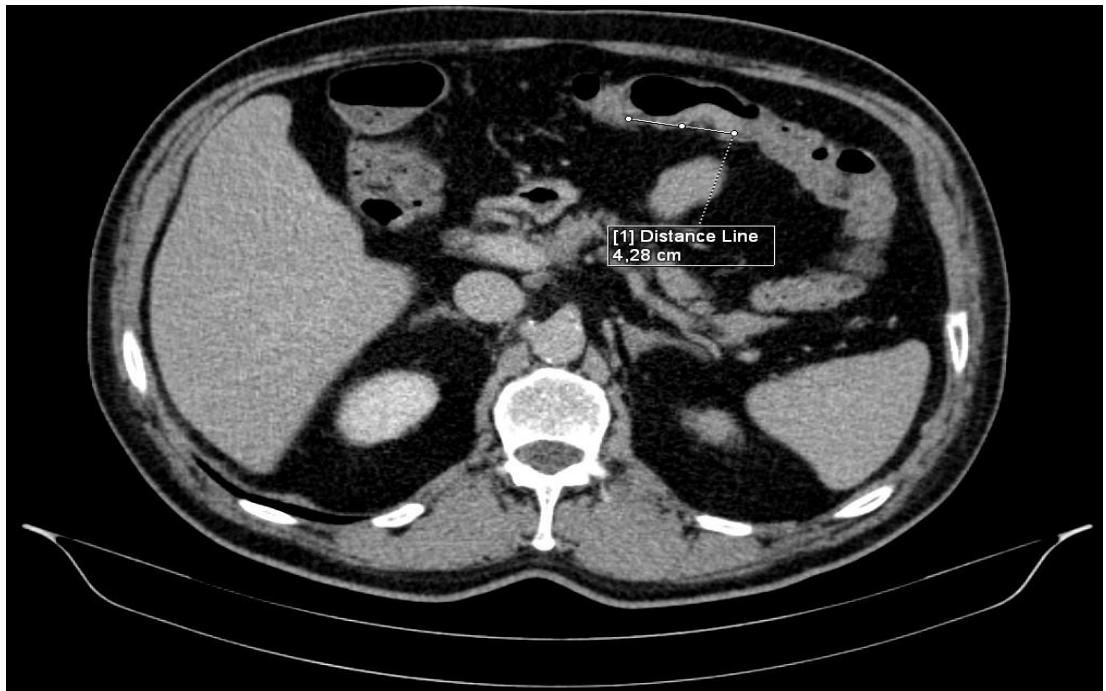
КТ-скан органов брюшной полости с внутривенным контрастированием в аксиальной проекции (21.06.2022). Рак дистального сегмента поперечно-ободочной кишки, протяженностью 4,28 см
